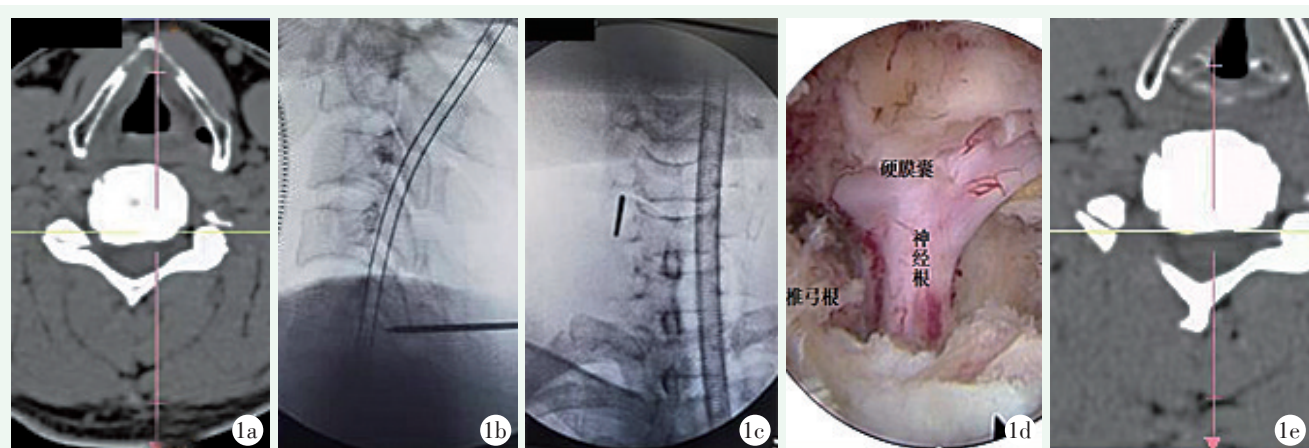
患者,女,42岁。1a:术前CT示右侧C_{5/6}椎间孔狭窄;1b,1c:术中穿刺定位于上下侧块关节交界处,侧块关节中份;1d:术中减压情况;1e:术后次日复查CT提示减压充分。
